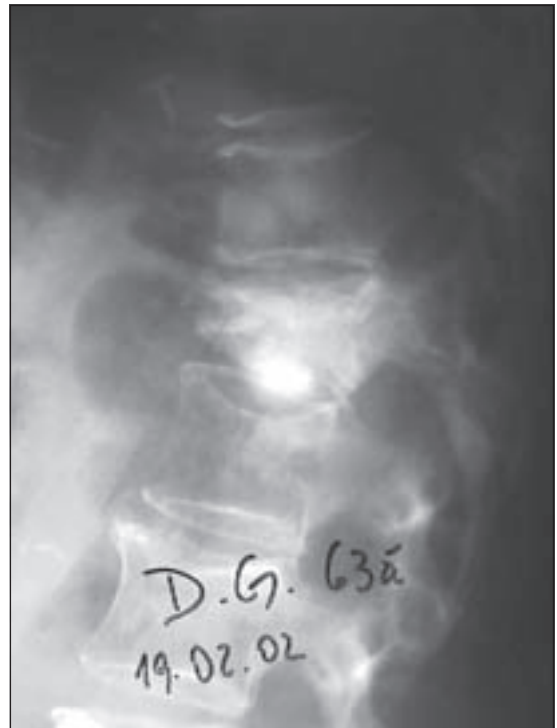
Radiografía que muestra extravasación de cemento al disco intervertebral inferior a la vértebra intervenida.
